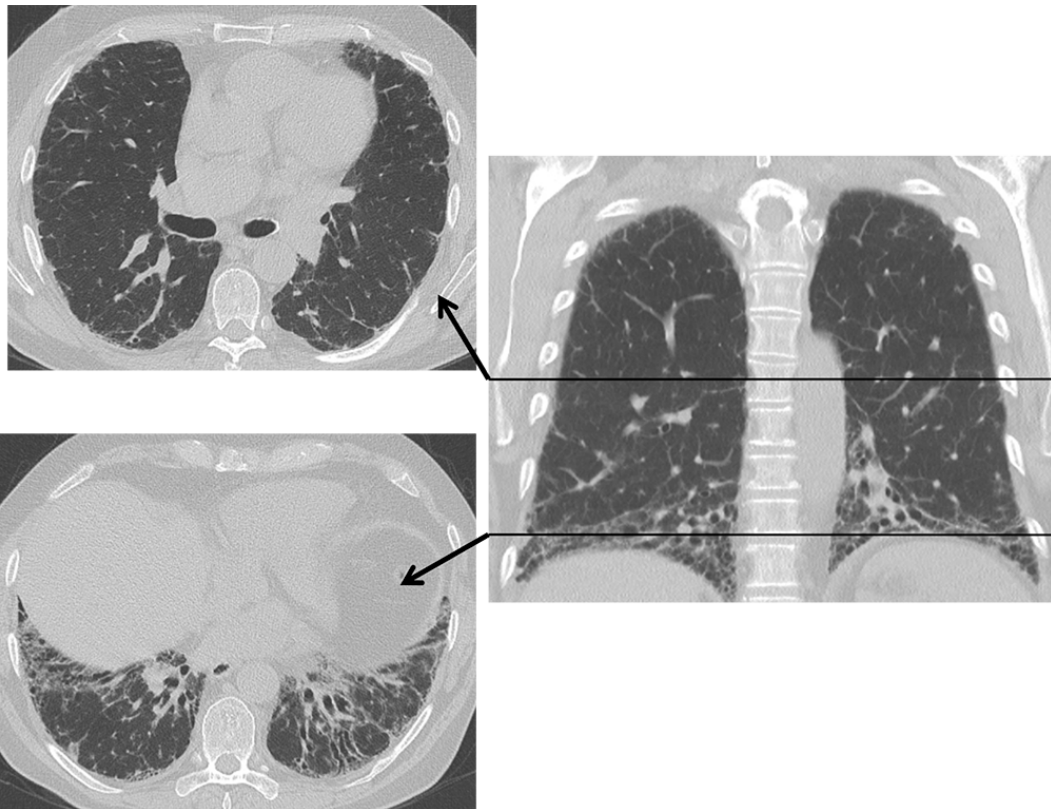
Retikulära förändringar och bikakebildning. Lungröntgen och HRCT från samma patient. Pilarna markerar inter- och intralobulära septa.
